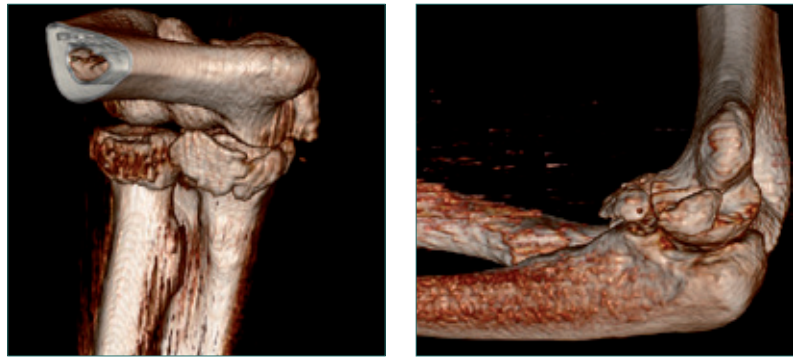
a und b 3D-CT des gleichen Gelenkes mit Frakturen an mehreren Stellen des Gelenkes
